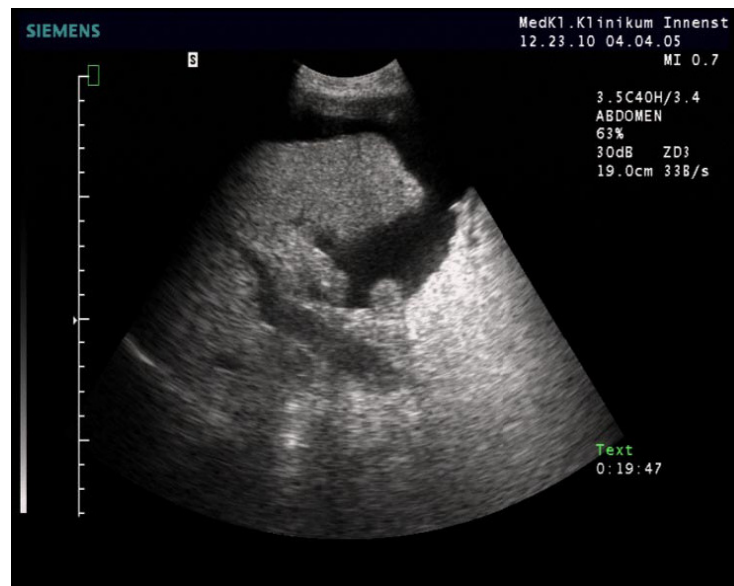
Sonographisches Bild einer Leberzirrhose mit Aszites (56)
